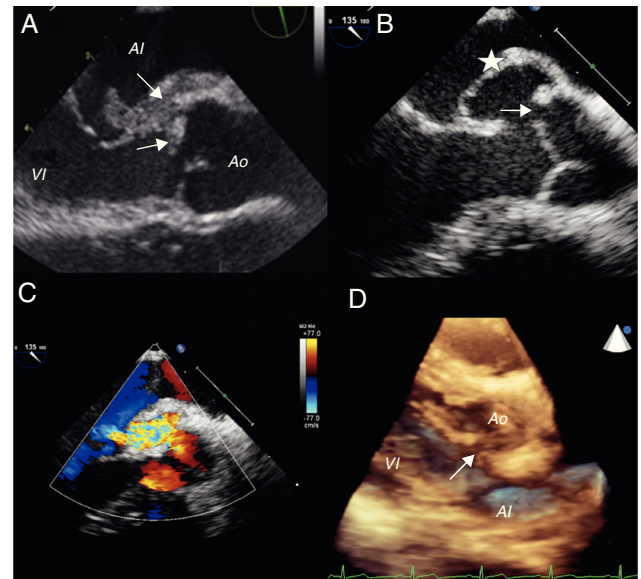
A) Ecocardiografía transesofágica con vegetación en válvula mitral y aórtica (flechas). B) Cabeza de flecha muestra la conexión fistulosa. Asterisco a nivel del pseudoaneurisma de la pared aórtica. C) Doppler color al mismo nivel que imagen B que muestra la conexión fistulosa entre la aorta y la aurícula izquierda. D) Ecocardiografía transtorácica tridimensional que muestra la fístula (flecha) entre la aorta y la aurícula izquierda. AI: aurícula izquierda; Ao: aorta; VI: ventrículo izquierdo.
